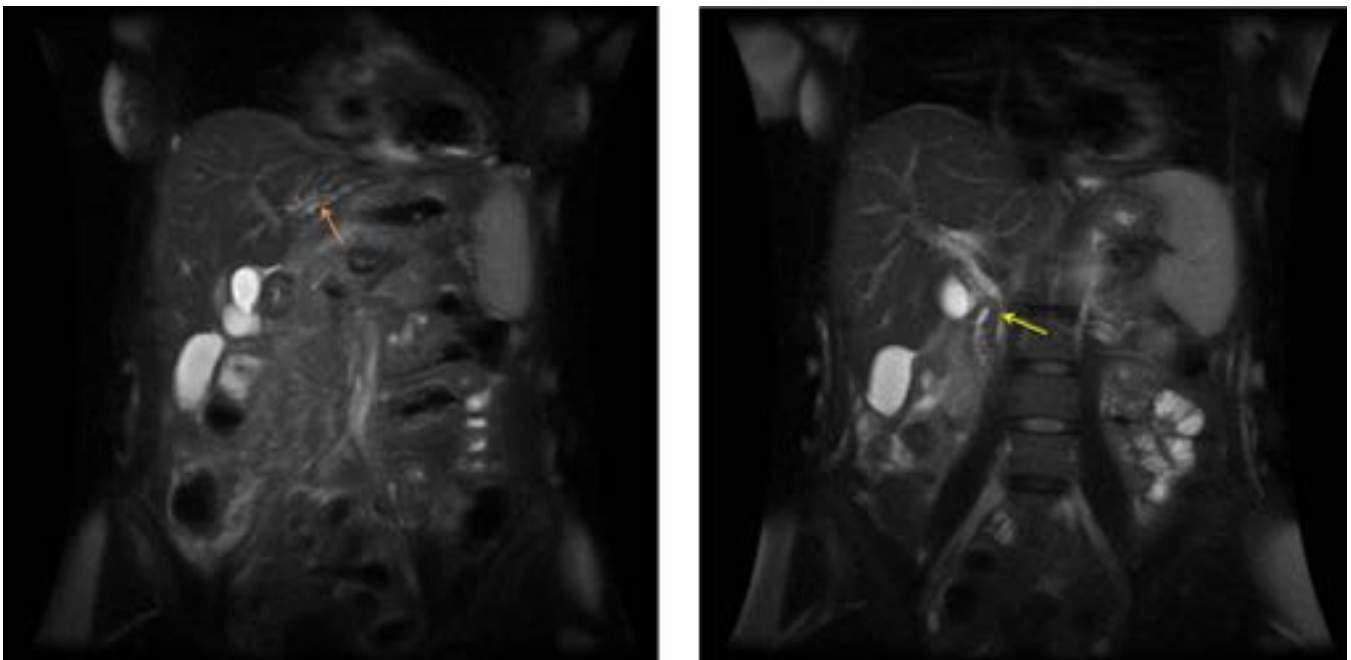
Mujer de 64 años, ictericia obstructiva. RM abdominal coronal T2: Aumento de calibre del colédoco en sus dos tercios proximales, con terminación abrupta. RM abdominal axial T2: dilatación de vía biliar intrahepática bilateral. Colangiocarcinoma extrahepático
